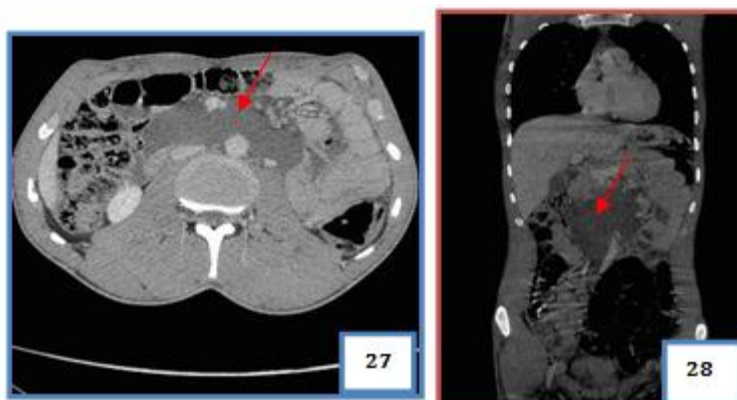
TDM en reconstructions axiale et coronale avec injection de PDC:
